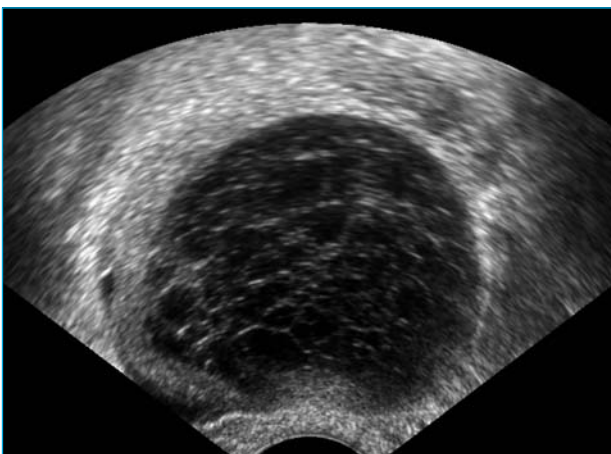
Échographie endovaginale retrouvant un kyste ovarien à contenu finement échogène hétérogène typique de kyste lutéal hémorragique.
